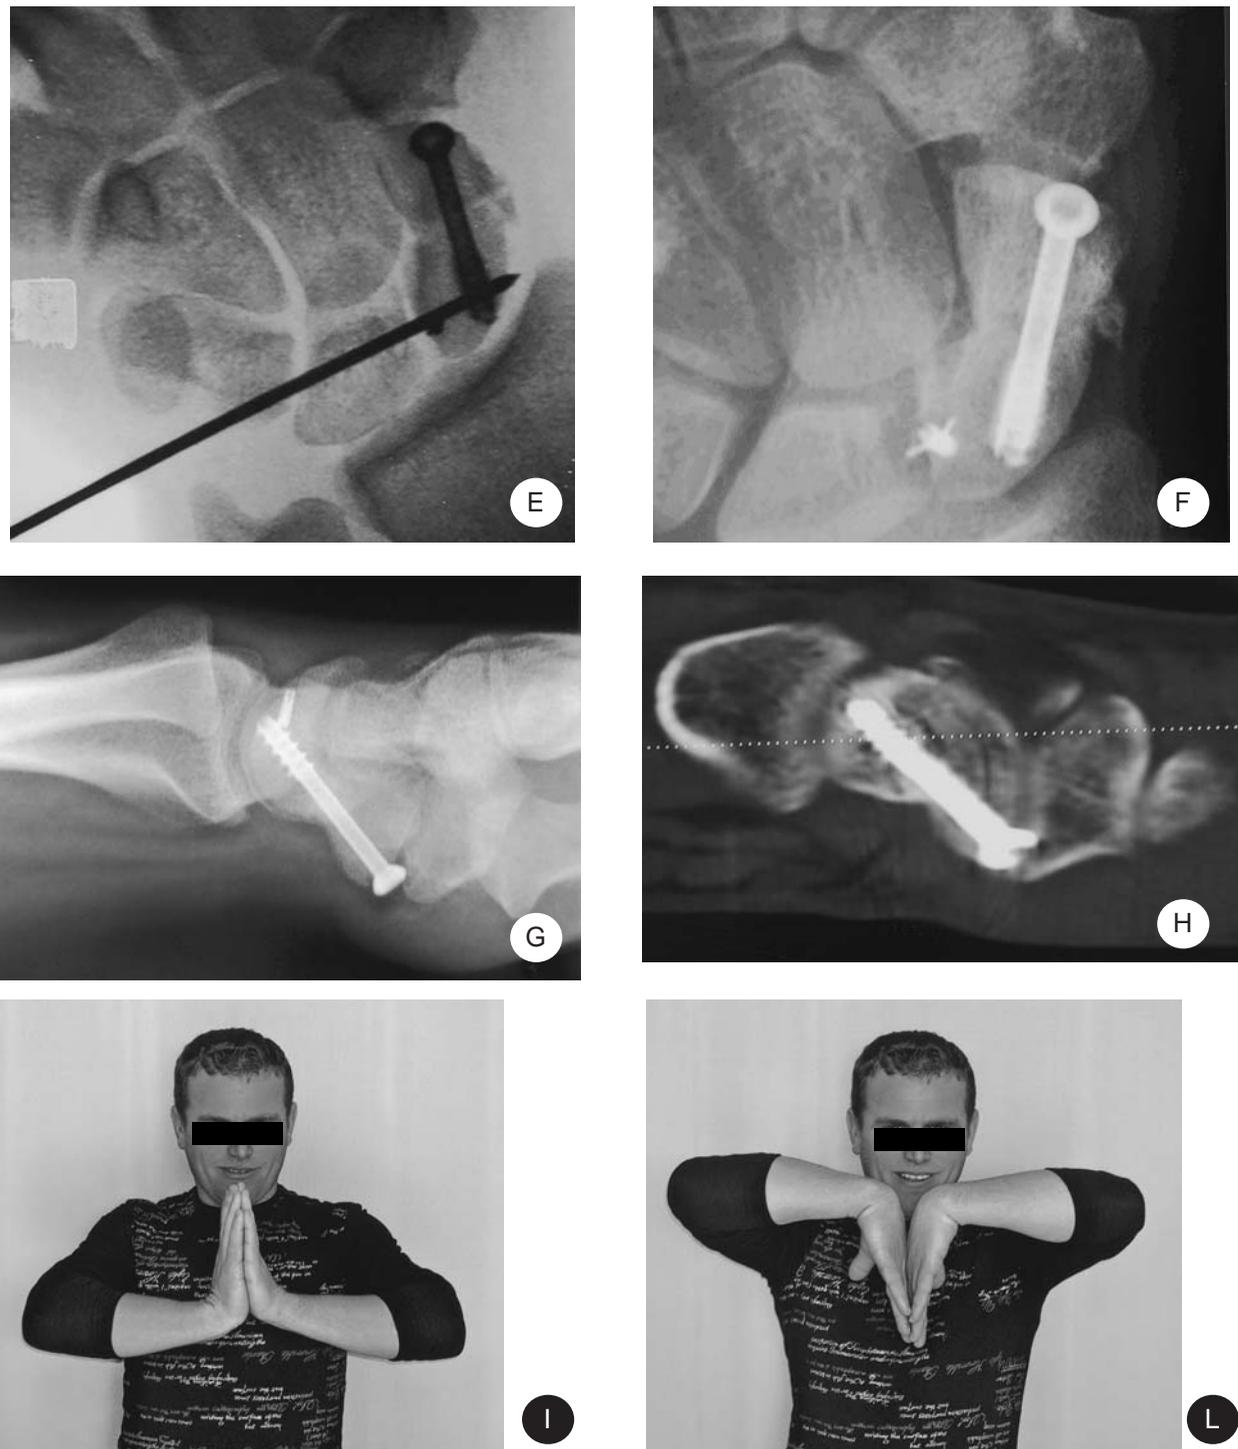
Paziente maschio di 31 anni. E) Riduzione della dissociazione e stabilizzazione provvisoria con filo di K. e definitiva con mini ancoretta. F, G) Controllo radiografico a 45 giorni. H) Immagine TC che mostra il corretto posizionamento della vite nell'osso. I, L) Ottimo risultato funzionale a 70 giorni.
